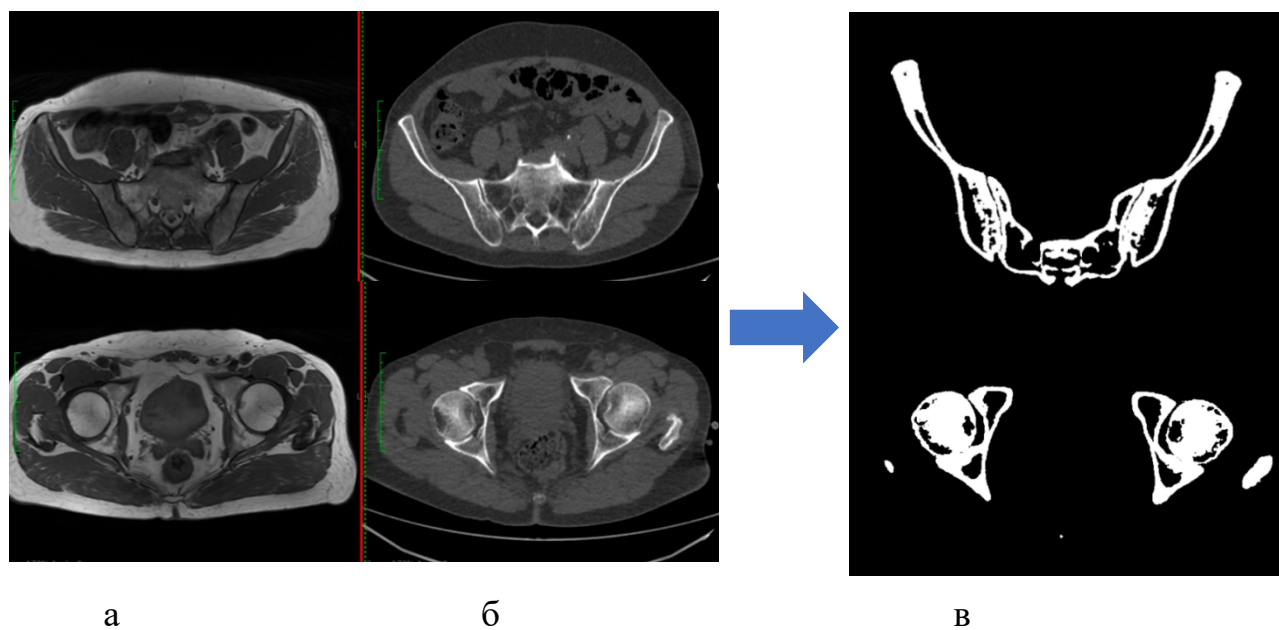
Корегистрация (совмещение) изображений малого таза, полученных при МРТ (а) и КТ (б), с получением масок (в)
